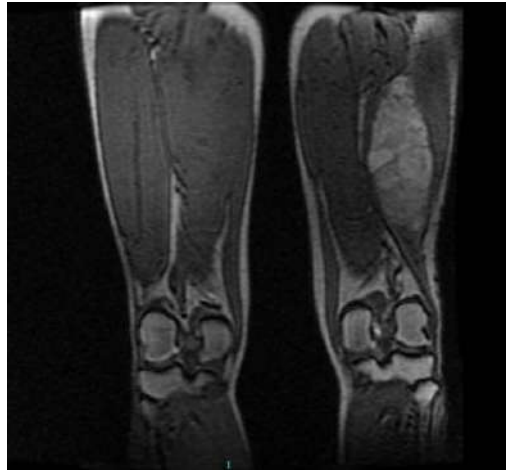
RMN previo al tratamiento.
